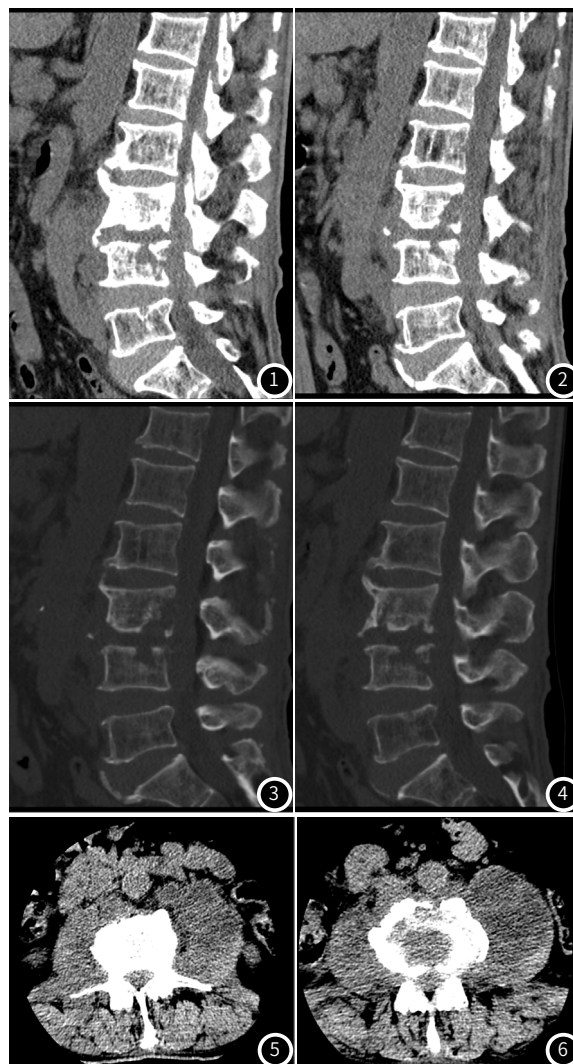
~6 患者男，43岁，腰痛半年，近一周走路反身困难，CT平扫矢状位骨窗示L3、4椎体局部骨质密度减低、骨质破坏(图1~图4)；轴位及矢状位软组织窗示：L3、4椎体周围双侧腰大肌增粗，密度减低(图5~图6)。
